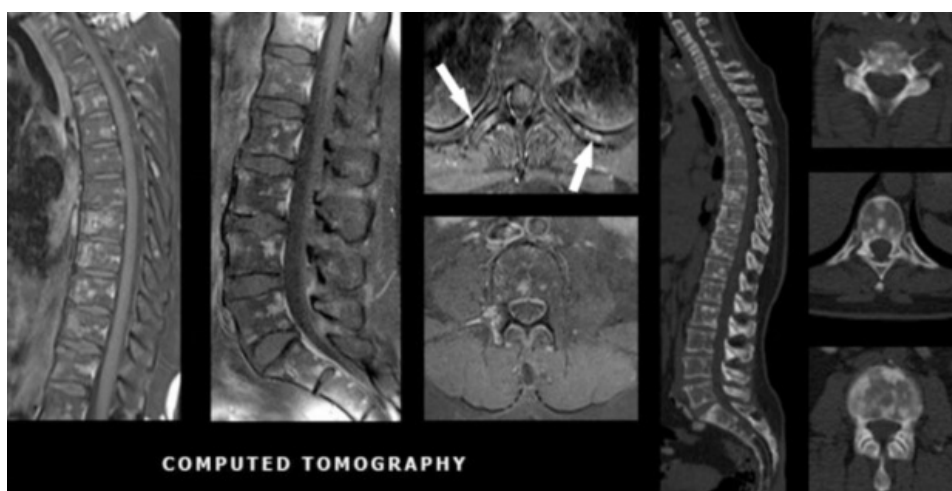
Tomografia computadorizada de tórax da mesma paciente demonstra formações ósseas nodulares hiperdensas esparsas ao longo de corpos vertebrais e arcos costais (setas brancas).
